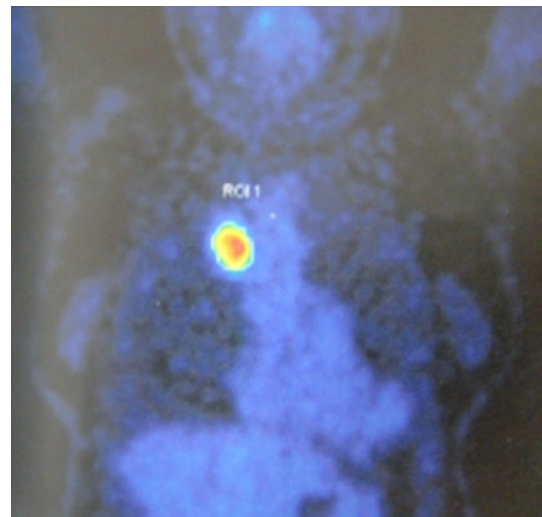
FDG-PET. 腫瘤に一致して SUVmax 17.16, SUVmean 10.48 と FDG の集積を認めた。
